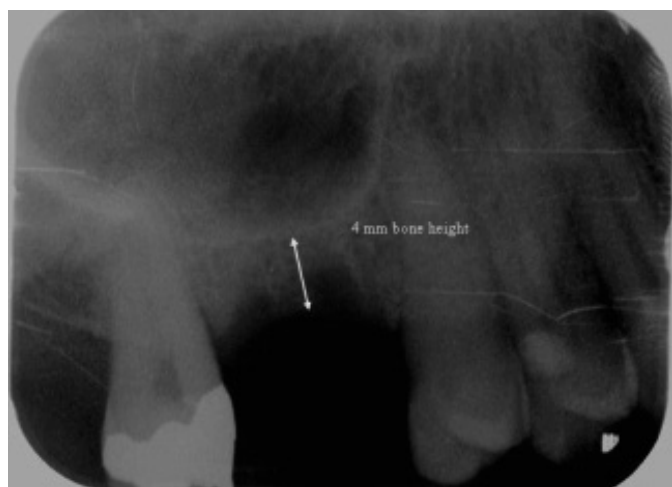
Рентгенограмма верхней челюсти
